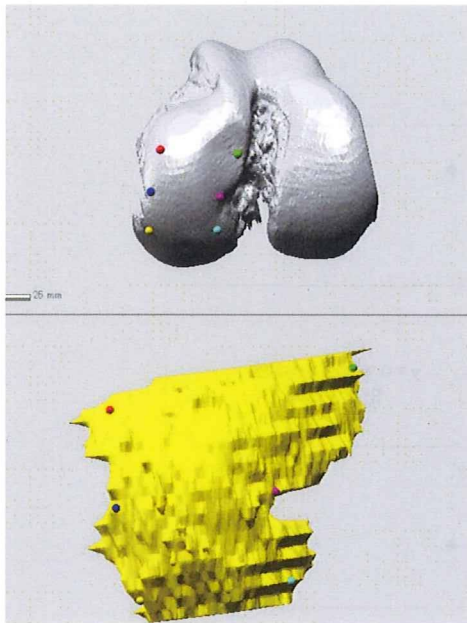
超音波関節軟骨モデルとCT関節軟骨モデルとの位置合わせ
